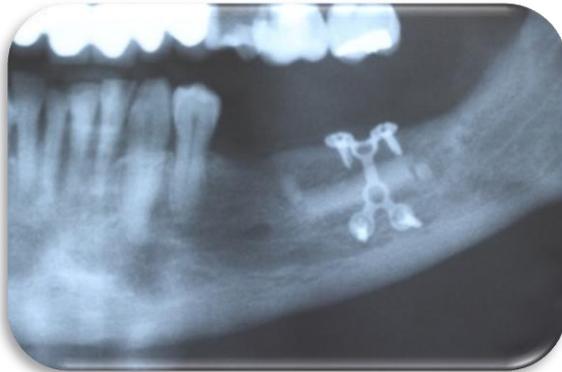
Exame Radiografico
